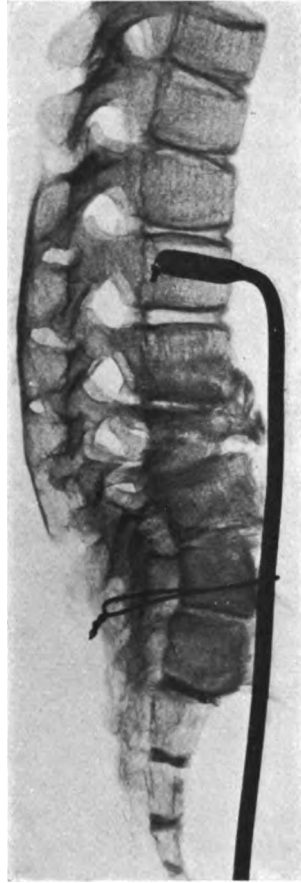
Röntgenbild des Präparates von Abb. 1.
